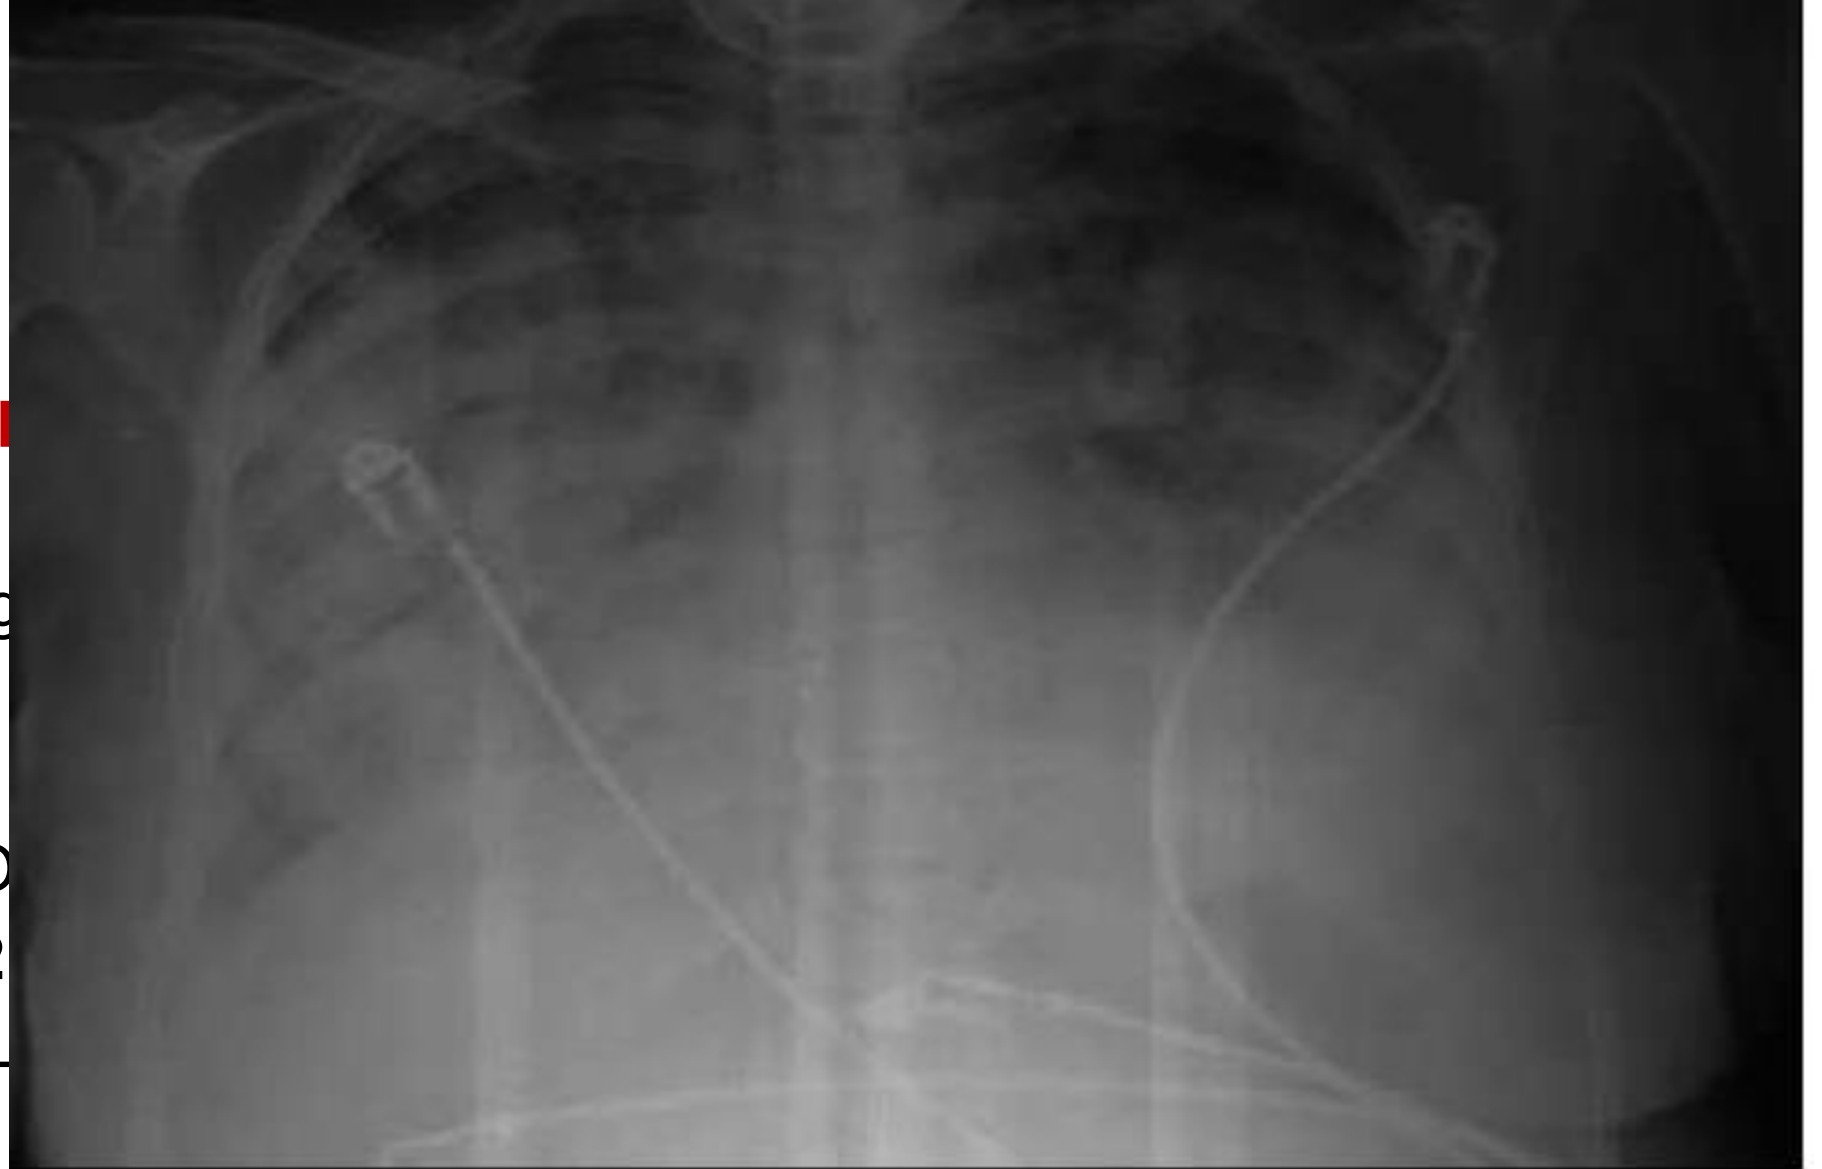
Chest X-ray after 24 hours of application, with bilateral infiltrates
